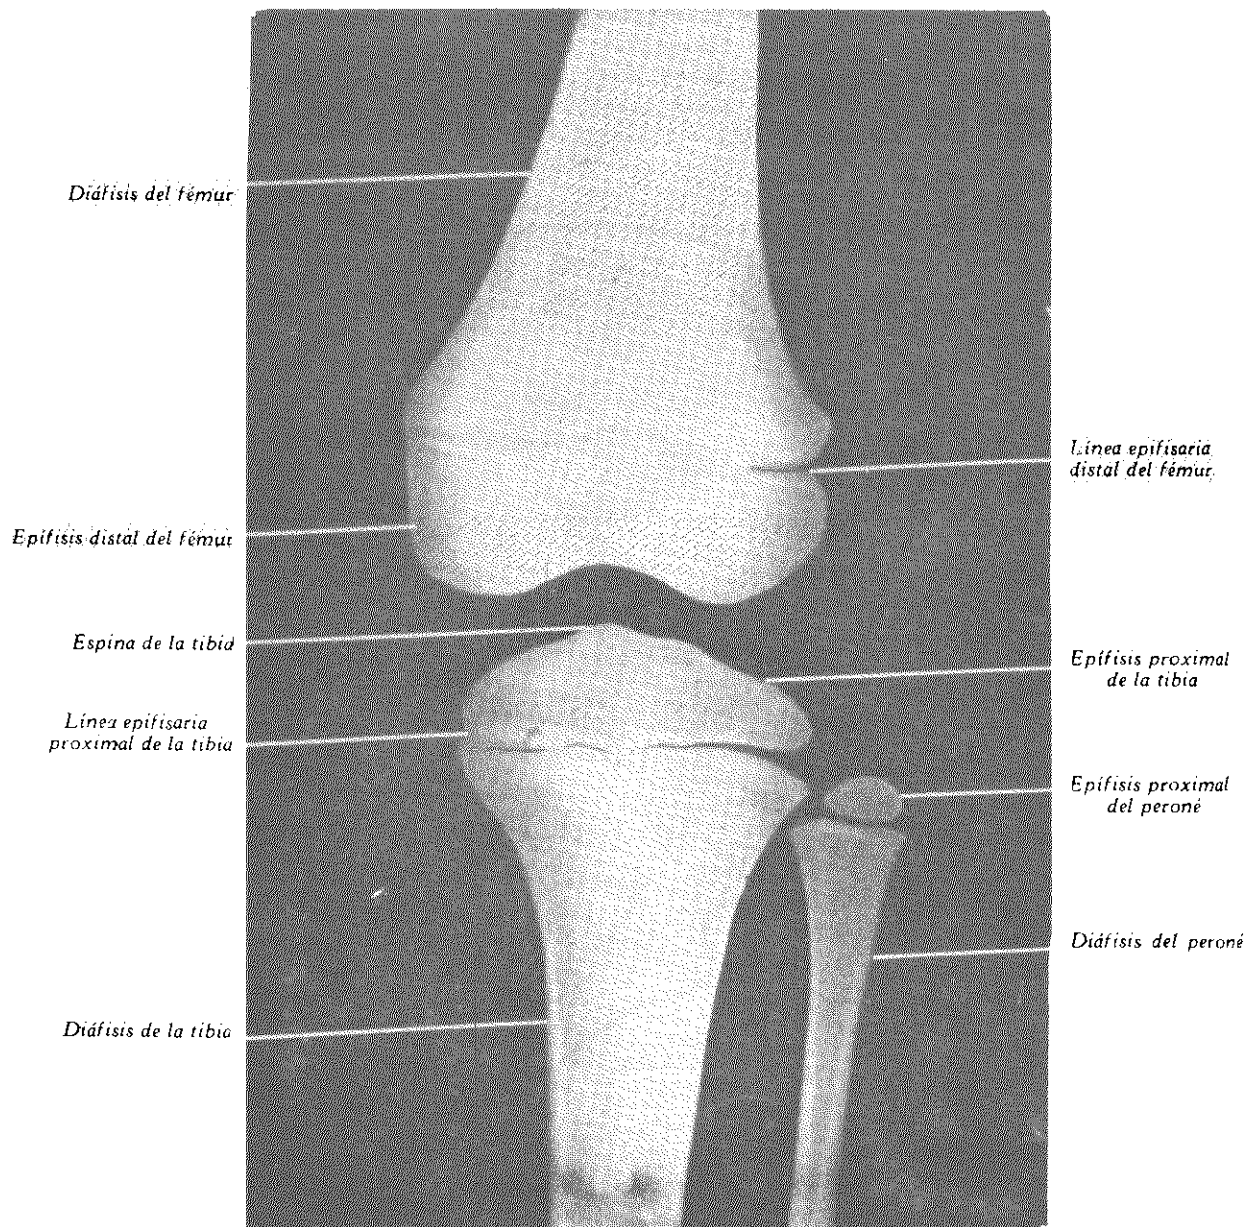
RADIOGRAFÍA DE RODILLA EN EXTENSIÓN Y ANTEROPOSTERIOR EN NIÑO DE 5 AÑOS.
